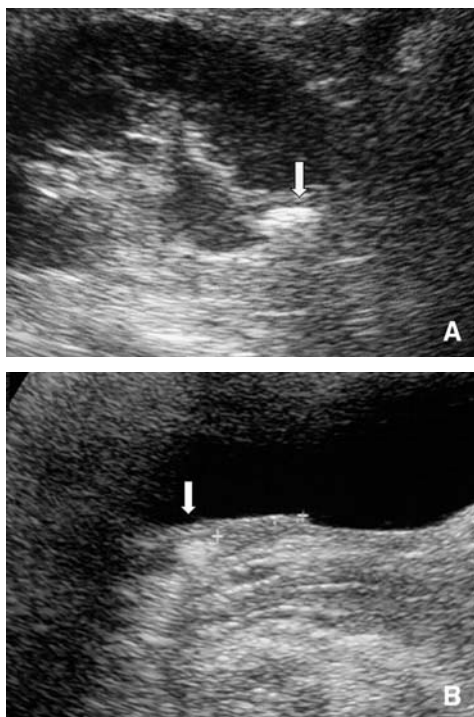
Échographie en cas de colique néphrétique.
